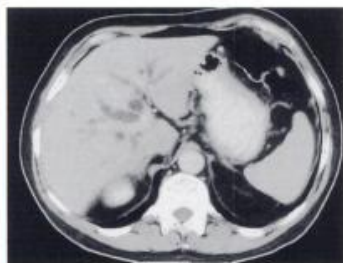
Tomografía axial informatizada del hígado y la vesícula biliar.
